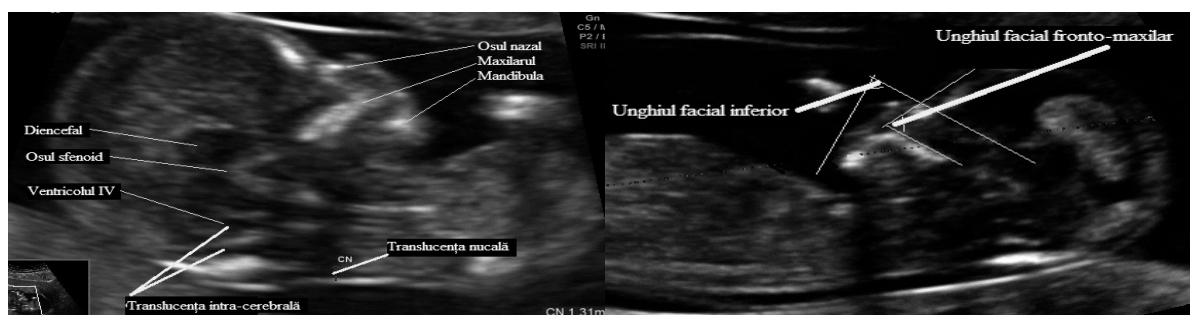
Secțiune sagitală facială. Vizualizarea profilului fetal și a structurilor intracerebrale. Evaluarea markerilor ecografici: translučenței nucale, translučenței intracerebrale, osului nazal (stânga). Măsurarea unghiului facial inferior: convergența liniei tangente labiomentoniere și perpendicularei la osul frontal la nivelul sinostozei oaselor nazale și unghiului facial superior: convergența dreptelor prin maxilar și tangența la osul frontal (dreapta)
